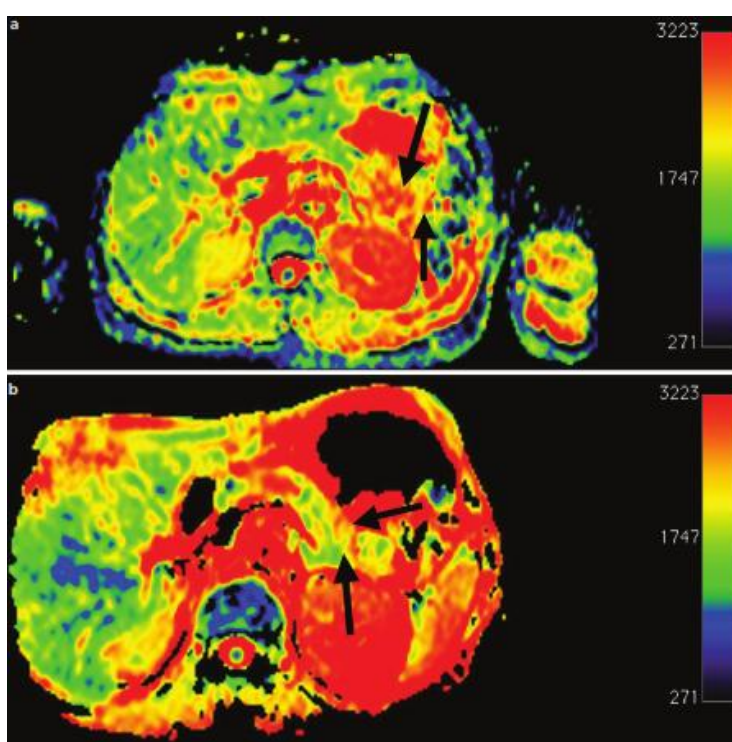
Imagens de RM do pâncreas obtidas por difusão. Em A observa-se pâncreas normal e respectivo padrão CDA. Em B, imagem obtida de doente com diagnóstico de pancreatite crónica com consequente diminuição global dos valores de CDA traduzindo-se numa variação de cores.
